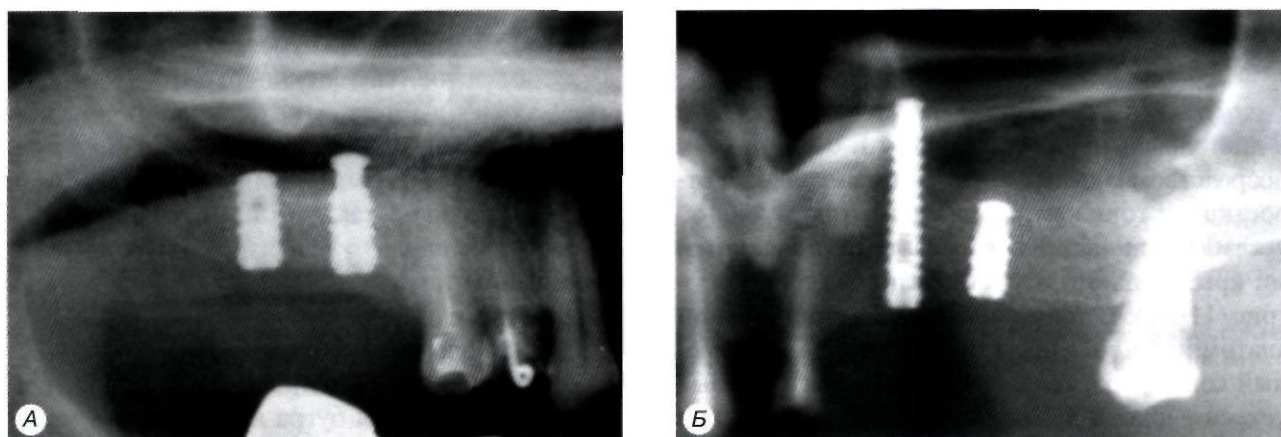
Рентгенологическая картина через 3 мес. после операции в области субантрально установленных внутрикостных элементов винтовых имплантатов:
